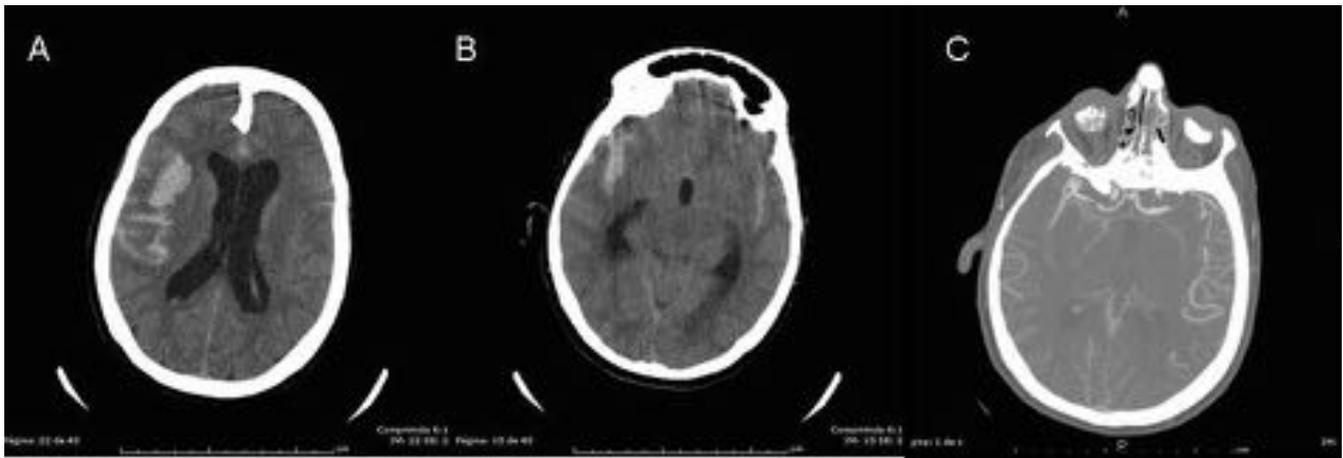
CASO 7: Hemorragia subaracnoidea secundaria a rotura de aneurisma de arteria cerebral media derecha. (A y B) TC sin contraste iv, (C) angioTC de polígono de Willis.
